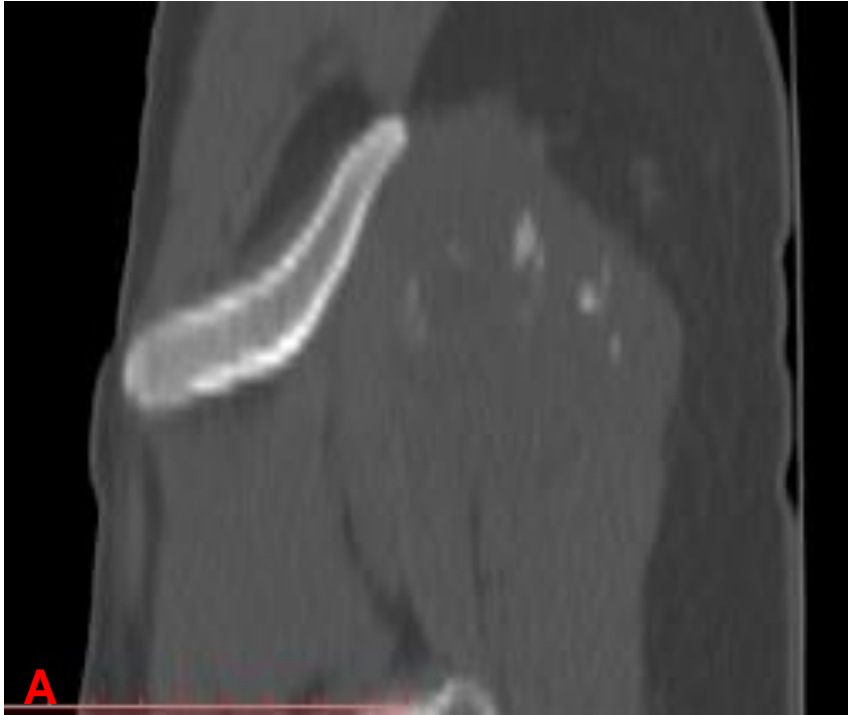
TC de pelve, corte sagital (A) e reconstrução 3D (B)- Massa de partes moles na musculatura glútea à direita. Detalhe para as calcificações grosseiras, indicando formação de matriz óssea extraesquelética.
